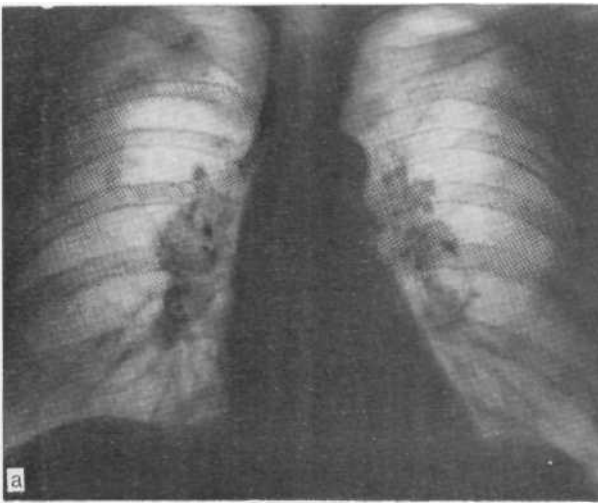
Обзорная рентгенограмма (а) и прицельная томограмма (б). Двусторонняя аденопатия с частичным обызвествлением. Формирование силикотуберкуломы справа, одиночные очаговые тени.
